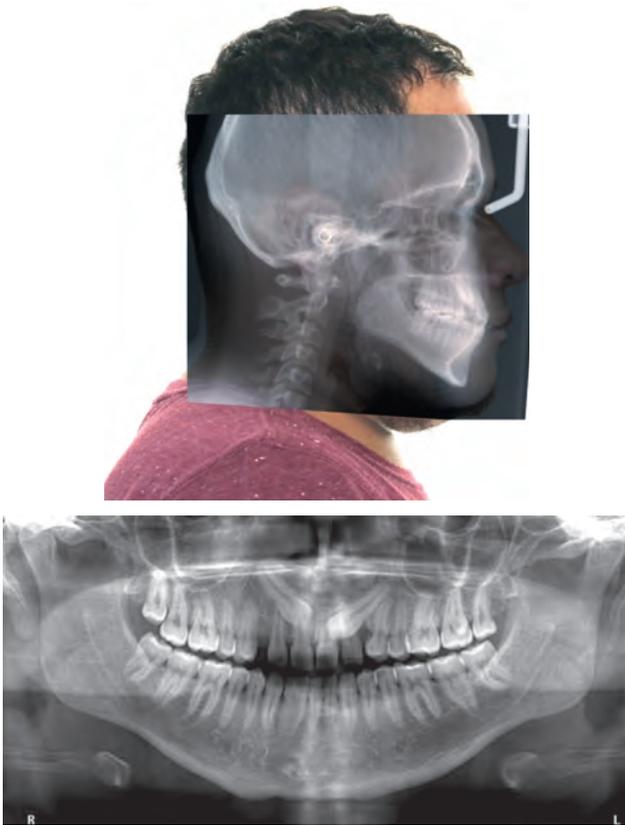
Radiografías iniciales.
